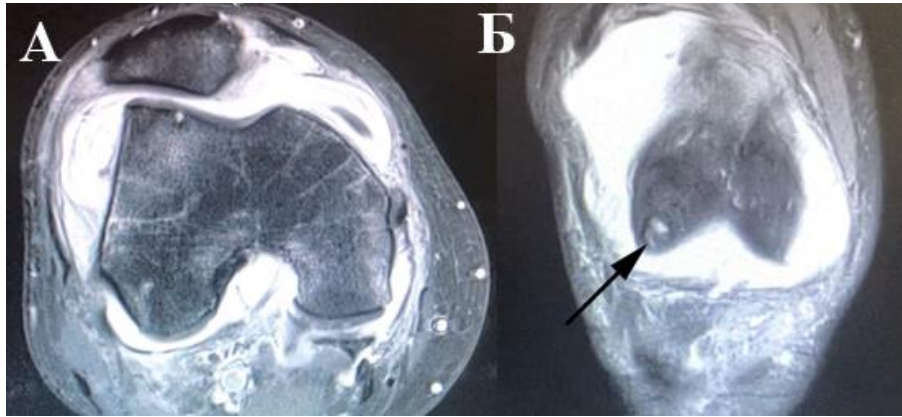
Пациентка Р., 38 лет. МРТ правого коленного сустава через 1 год после операции: А – аксиальная плоскость; Б – фронтальная плоскость (стрелкой показана донорская зона забора трансплантата).
